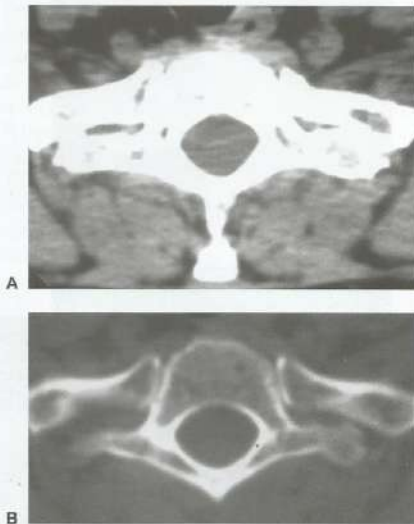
TC de coluna dorsal: janela para partes moles (A) e para osso (B), demonstrando a relação do corpo vertebral dorsal com as costelas, o arco posterior, os pedículos e o canal raquiano. Observar que não há boa definição do conteúdo do canal, não se conseguindo individualizar a medula espinhal.
